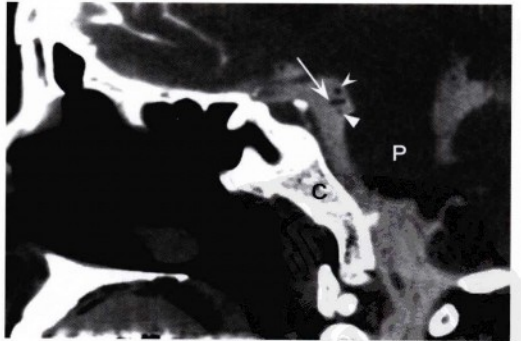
CT脑池造影的矢状位重建影像，通过蛛网膜下腔的对比增强清晰地显示出在大脑后动脉（凹无尾箭头）和小脑上动脉（直无尾箭头）之间通过的动眼神经（箭头）。P，脑桥；C，斜坡。
